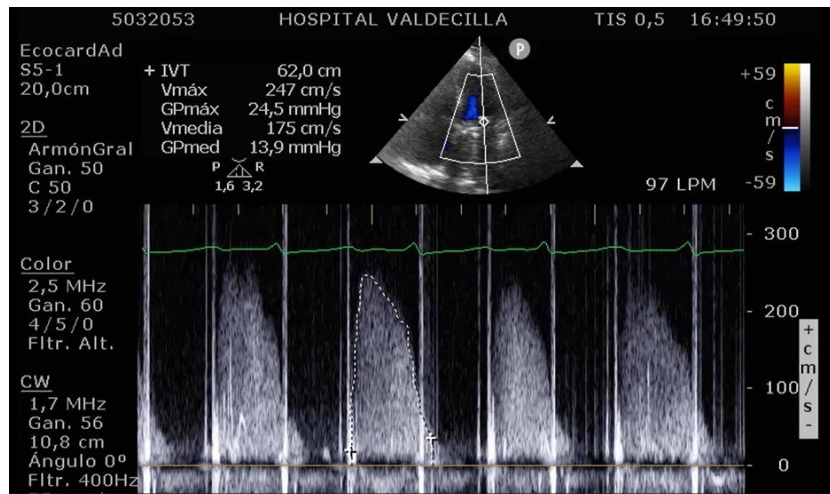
Ecocardiograma transtorácico. Se objetivan gradientes transmitrales con un gradiente medio de 14 mmHg.
